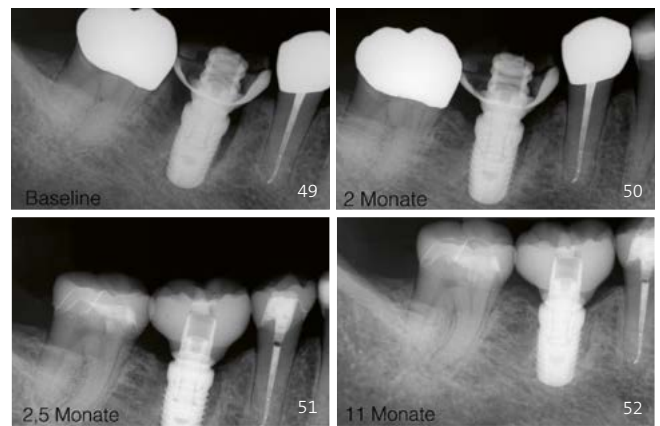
Finale Röntgenkontrolle & follow-up
